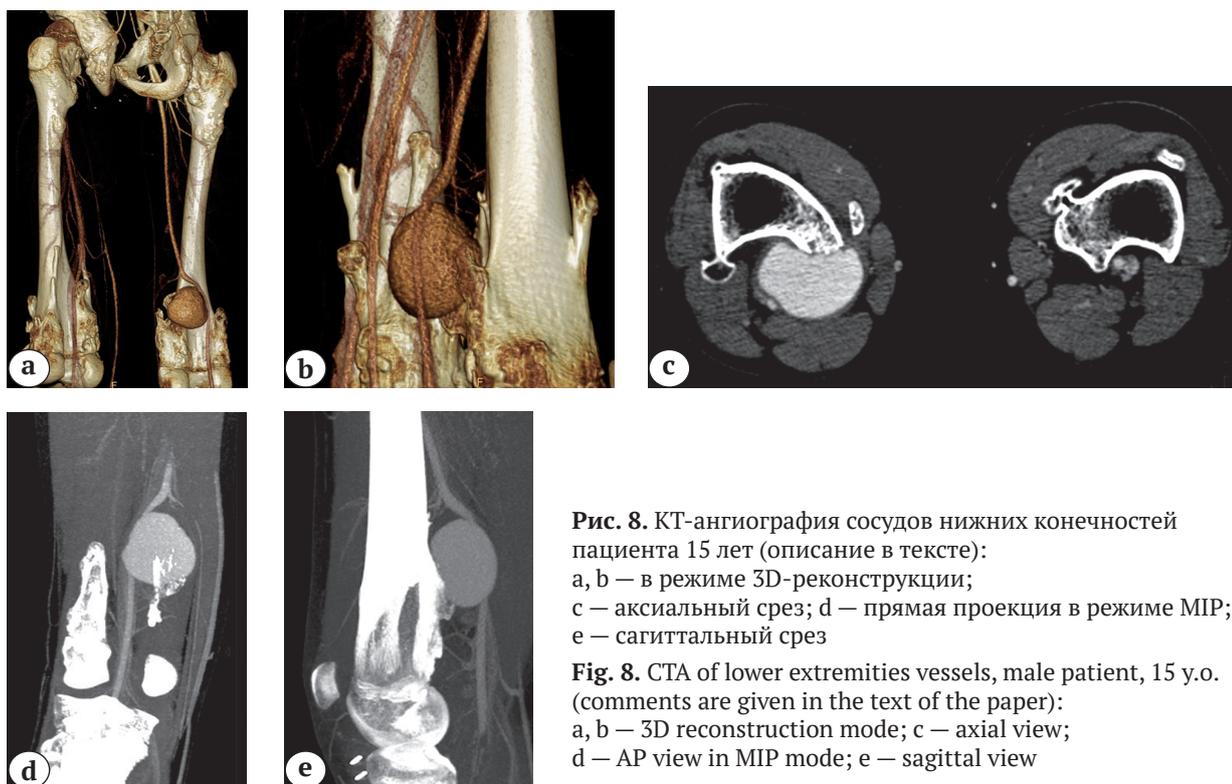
КТ-ангиография сосудов нижних конечностей пациента 15 лет (описание в тексте):
